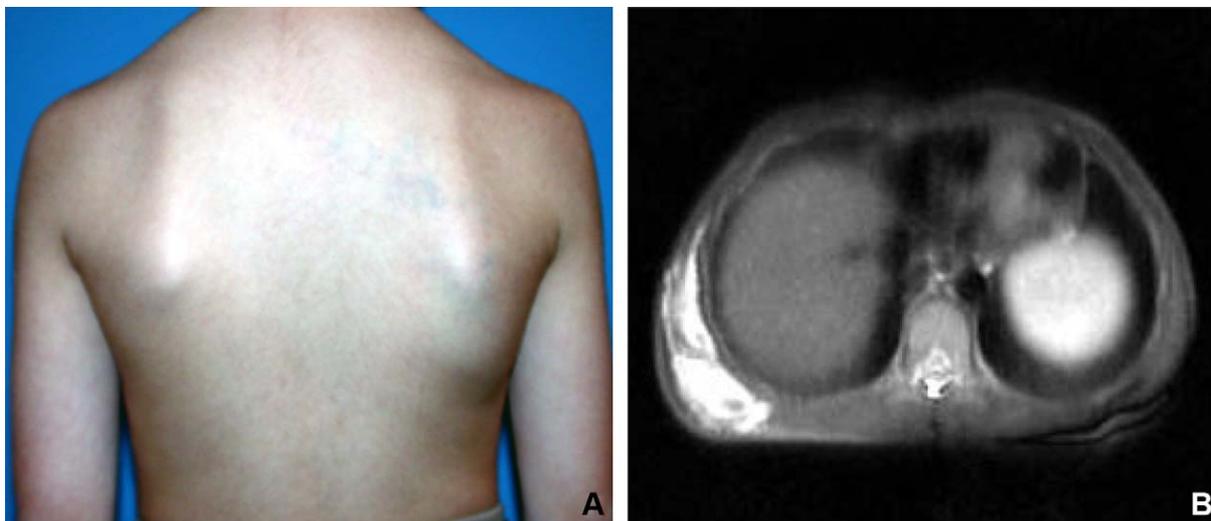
A : malformations MV dorsale droite profonde avec importante atteinte musculaire ; B : IRM démontrant l'envahissement musculaire.
